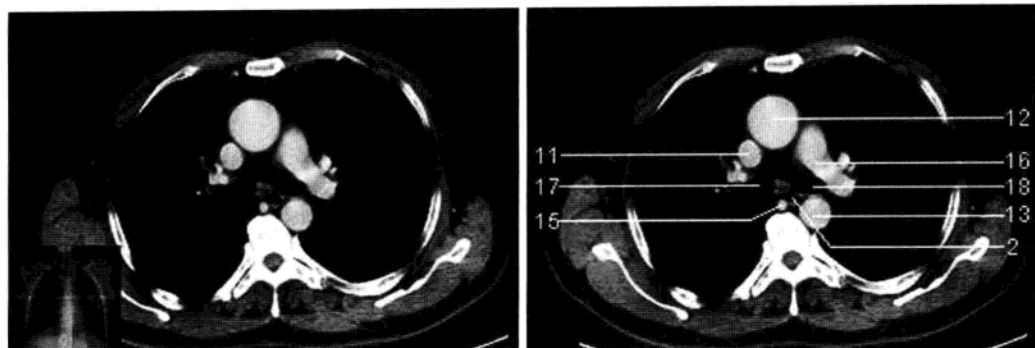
左肺动脉层面 (增强 CT 图像)
